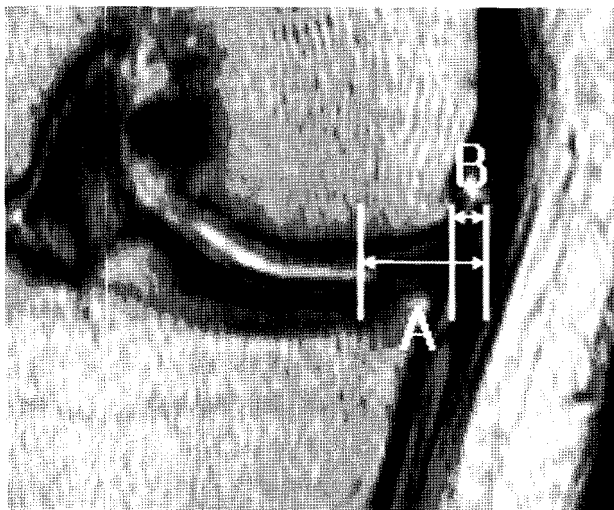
The ratio of overhang to width is the meniscal displacement index. The figure represents the midcoronal MR image. A. meniscal width, B. meniscal overhang.
